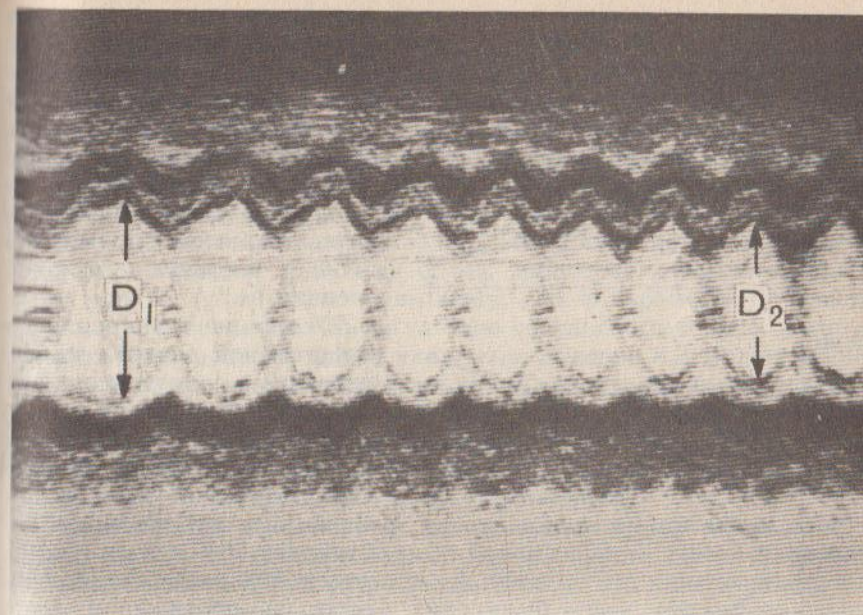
Изменения эхокардиограммы при натуживании: постепенное уменьшение диаметра левого желудочка (ср. D_1 и D_2) и утолщение миокарда
